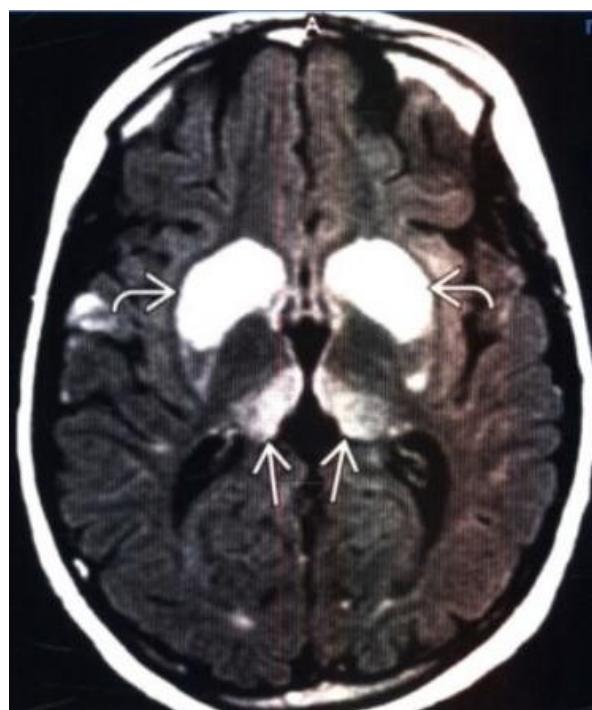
МРТ, режим FLAIR. Поражение хвостатых ядер и таламуса.
